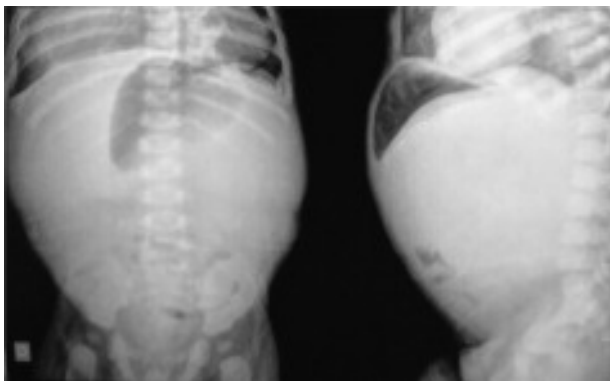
Radiografia pós cirurgia inicial.
